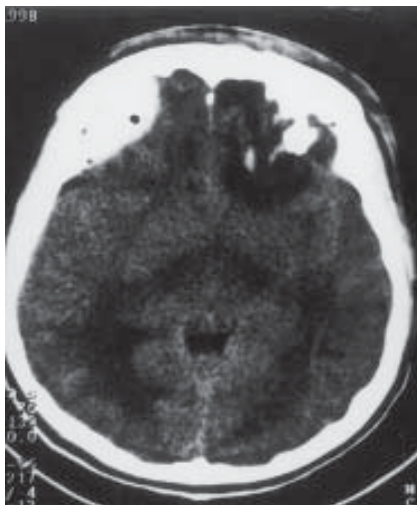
TC apresentando hematoma extradural frontal direito e lesão intradural contralateral associada.
